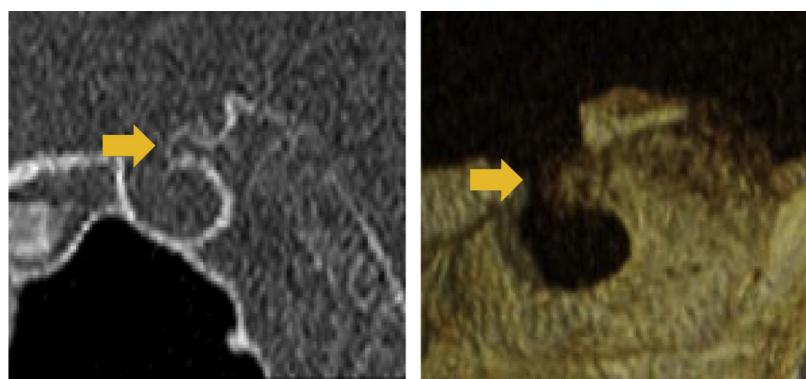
Reconstrucciones sagital (c) y volumétrica (D) de TC de la silla turca. Se identifica una formación ósea con origen en el dorso de la silla turca de 5 mm de longitud que ocupa parcialmente la fosa hipofisaria.
